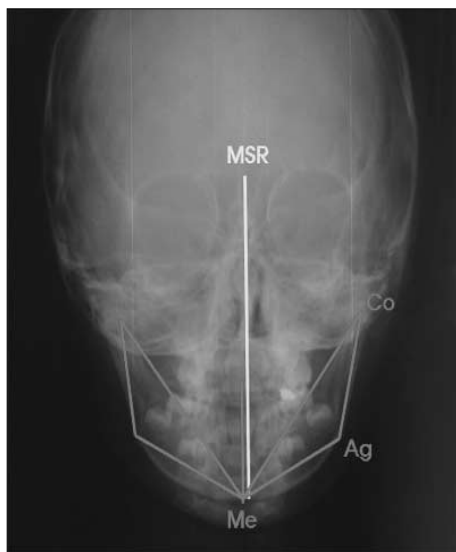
Initial radiograph (CephaloPA).
